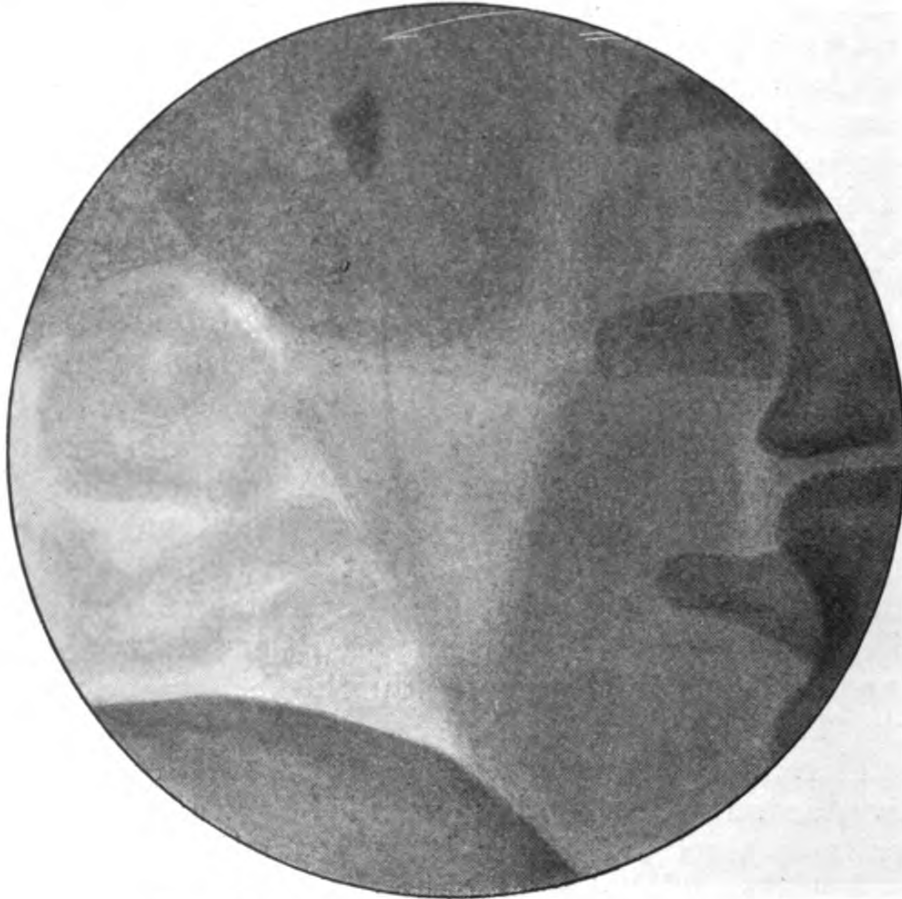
Röntgenbild eines Nierensteines.
